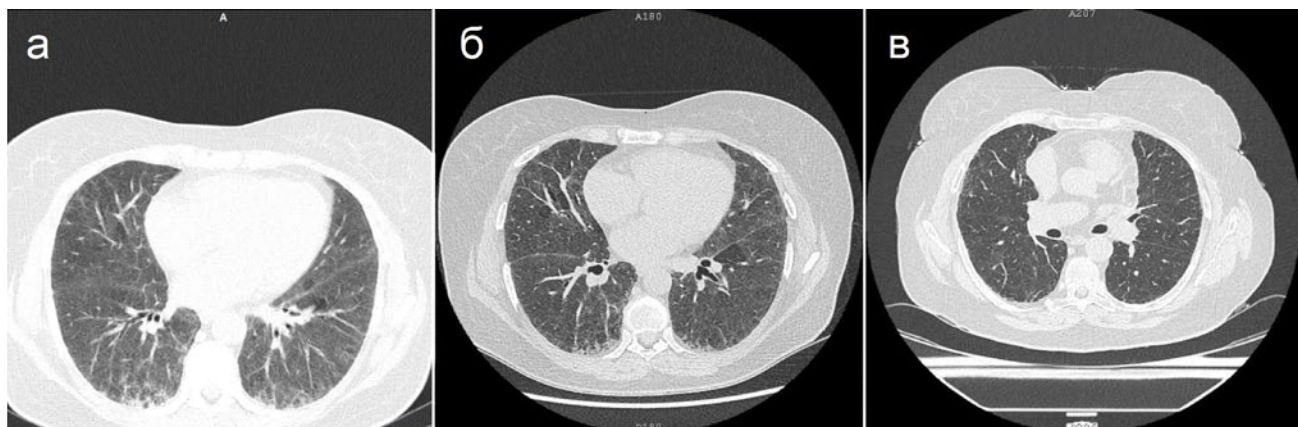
Аксиальная проекция КТ ОГК: а) выраженные интерстициальные изменения в виде уплотнения легочной ткани, справа субплевральный фиброз вдоль задних отделов паракостальной плевры на уровне S6, ноябрь 2018 г.; б) сохранение ретикулярных изменений в нижних долях обоих лёгких, нарастание субплеврального фиброза, октябрь 2019 г.; в) контрольное исследование: увеличение выраженности фиброза в наддиафрагмальных отделах в виде линейных тяжей, январь 2022 г.
